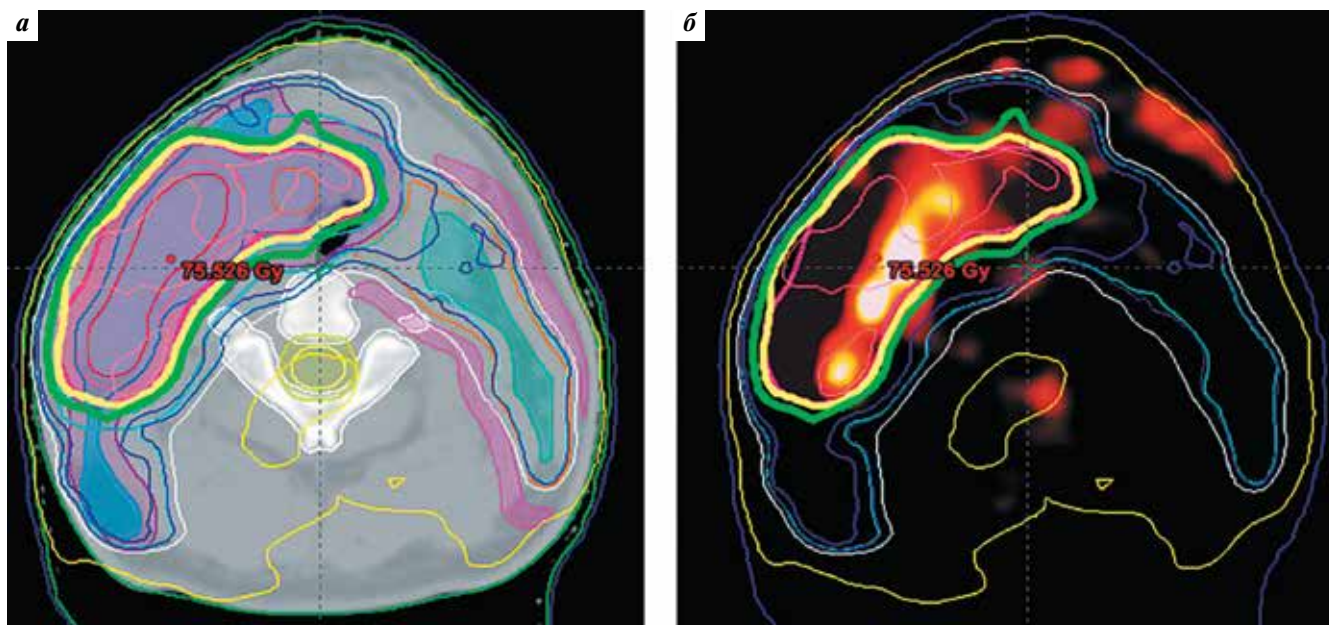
Аксиальный срез в области средней трети шеи при компьютерной томографии (а) и позитронной эмиссионной томографии, совмещенной с компьютерной томографией (б), у больного раком ротоглотки T2N2M0. Лучевая терапия проводилась с одновременным интегрированным бустом на метаболически активные объемы (зона, околнуренная красным) до суммарной очаговой дозы 66 Гр; зоны низкого риска (околнуренные голубым) получили 56 Гр
